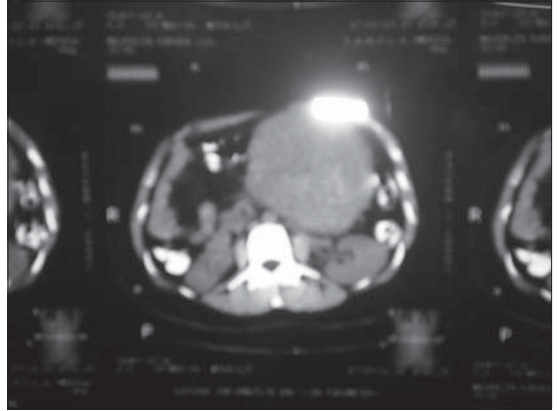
Tomografía abdominal con tumoración dependiente de cuerpo y cola de páncreas.
